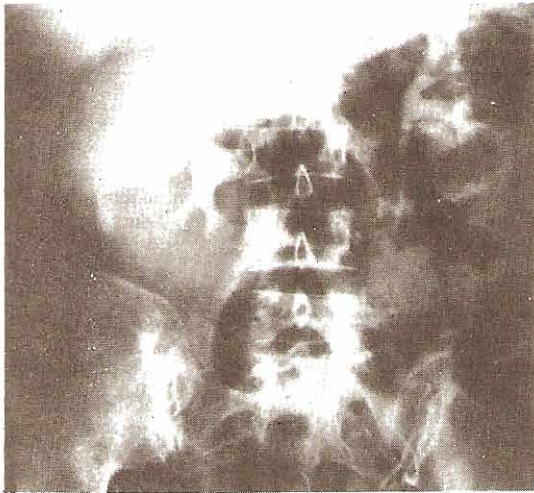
Comparación de los métodos de obtención de imágenes. Arriba izquierda y derecha: Absceso del psoas. El urograma excretorio (arriba izquierda) mostró una orientación anormal del riñón derecho y el músculo psoas derecho crecido. Arriba derecha: Estudio TC del mismo paciente. Esta imagen identifica claramente el absceso del psoas (flecha). El examen TC es excepcionalmente útil para obtener imágenes de estructuras retroperitoneales. El absceso se drenó por vía transcutánea bajo control TC. Abajo izquierda y derecha: Demostración de malformación arterio-venosa en vesículas seminales. En el estudio TC (abajo izquierda), la vesícula seminal derecha (SV) está agrandada, pero es difícil discernir la naturaleza de este crecimiento (flecha). En IRM (abajo derecha) se demuestra crecimiento de los vasos (flechas) a medida que la sangre fluye dentro de los vasos sin señal detectable en contraste con las señales de intensidad media de las vesículas seminales (SV). Vejiga (B).
